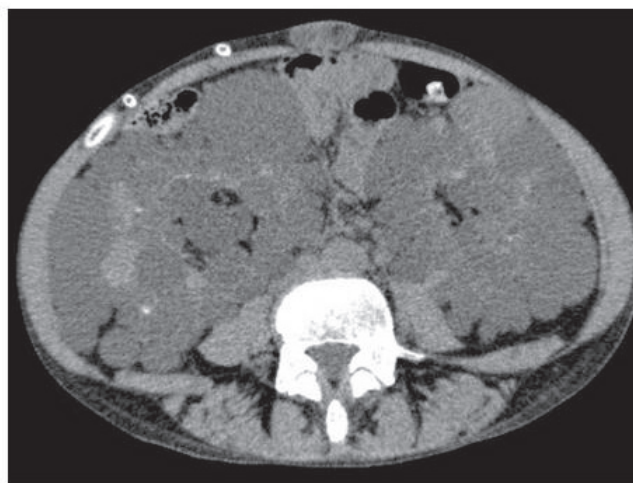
手術直前の腹部単純 CT では臍ヘルニアがさらに顕著となり、ヘルニア内容物も増大している。
